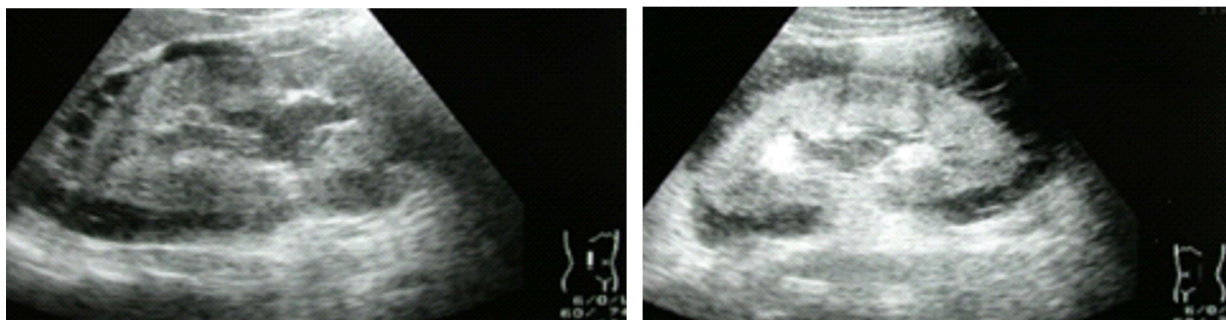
超音波懷疑兩側腎積水併有腎周圍尿液囊腫
